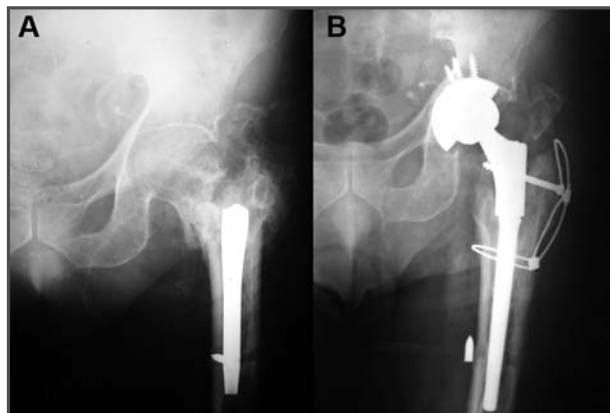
Radiografía en la que se aprecia la rotura del implante después de la primera cirugía.
